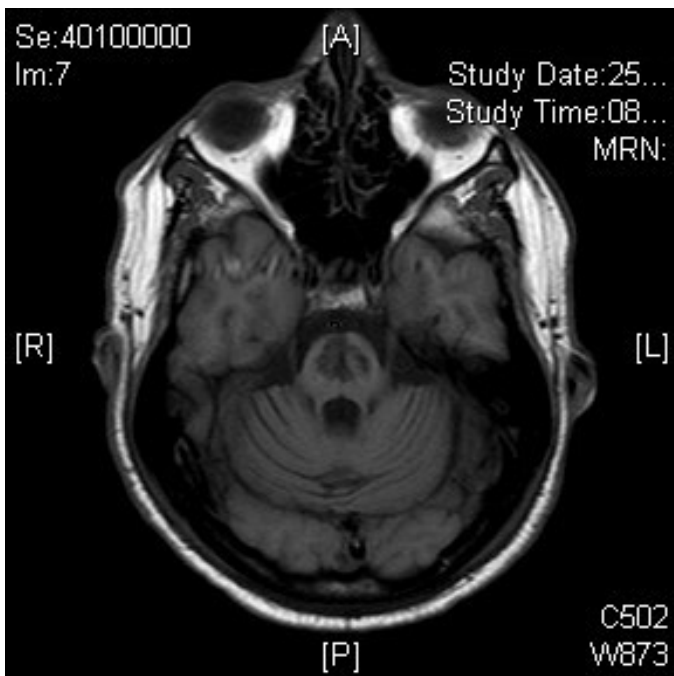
MRT T1- Wichtung transversal. Darstellung des bilateralen Infarkts des Pons (Pat. 13).
